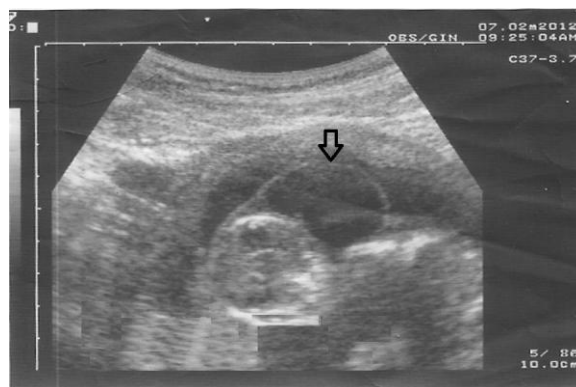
Ultrasonografía a las 13, 2 semanas
